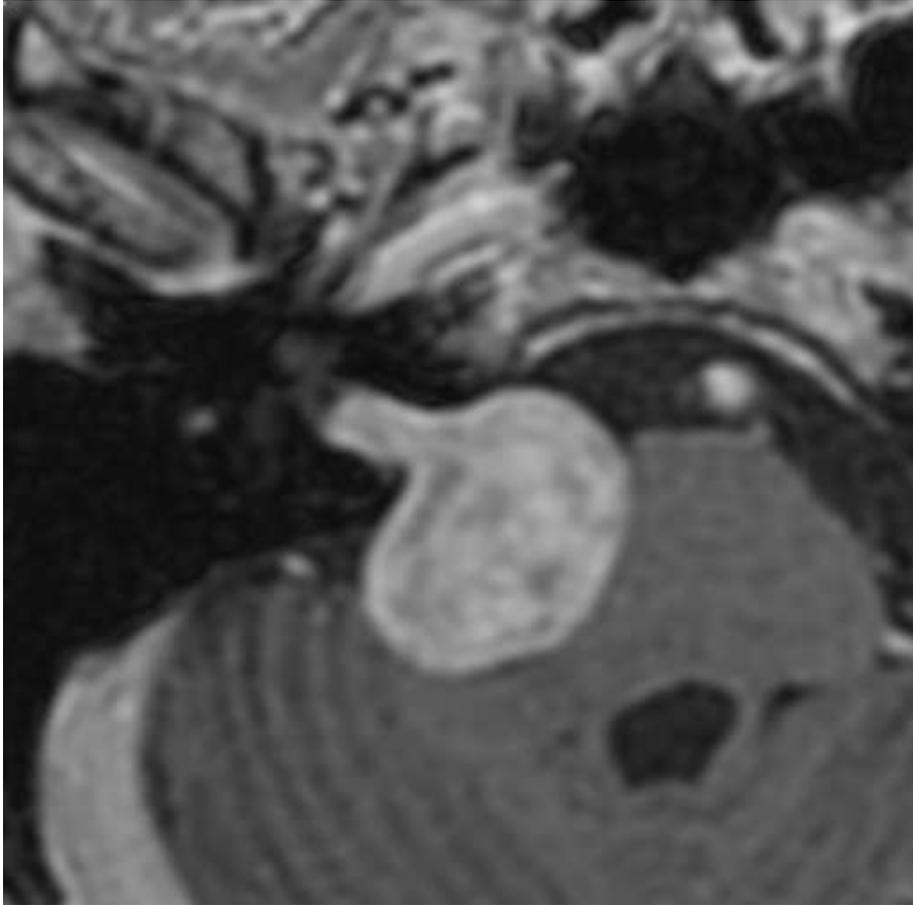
Imagem de RM do encéfalo, ponderada em T1, pós-contraste, em corte axial, demonstrando um SV com grande extensão extracanalicular e compressão do tronco encefálico
